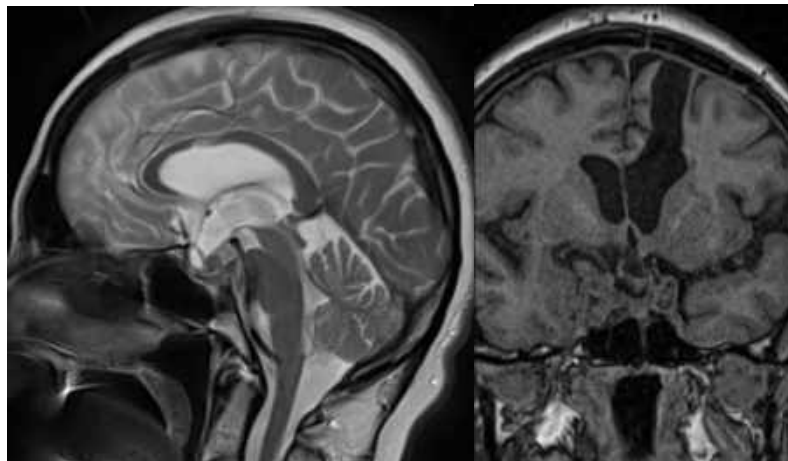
Спостереження №52. Хвора 3-на, (історія хвороби №1425/2; 1592/2). Контрольна МРТ у хворої оперованої в 2 етапи із застосуванням комбінації трансфеноїдального та транскраніального підходів у віддаленому післяопераційному періоді.
